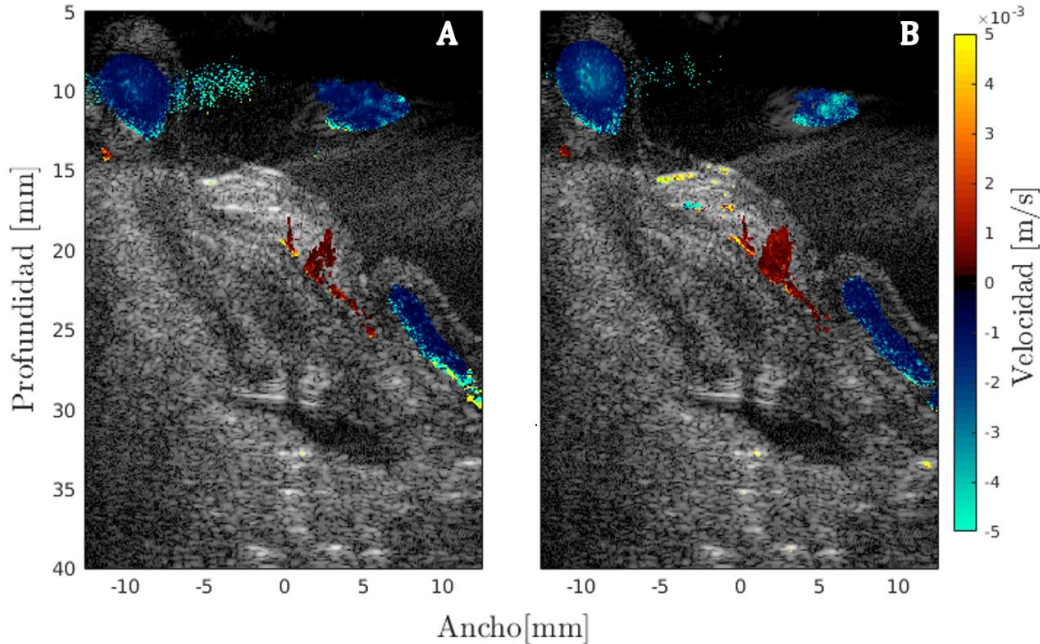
Imagen de ultrasonido Doppler con 7 ángulos. A: caudal de 4 [ml/min]. B: caudal de 9.5 [ml/min].
